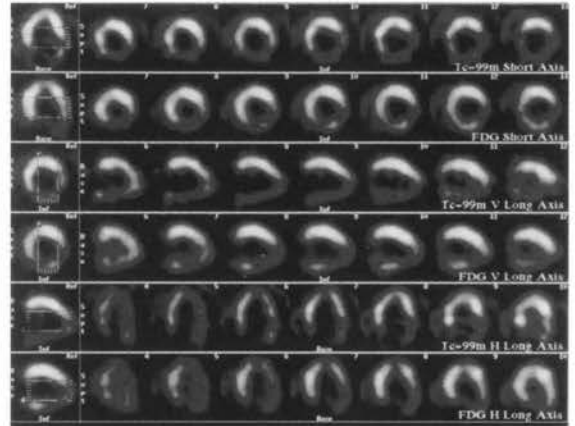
511keVコリメータを用いた¹⁸F-FDGと^{99m}Tc-MIBI同時収集による心筋画像 (Picker社提供)
